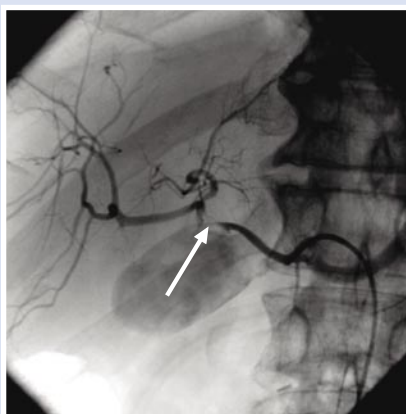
Рентгенэндоваскулярная картина ложной аневризмы
